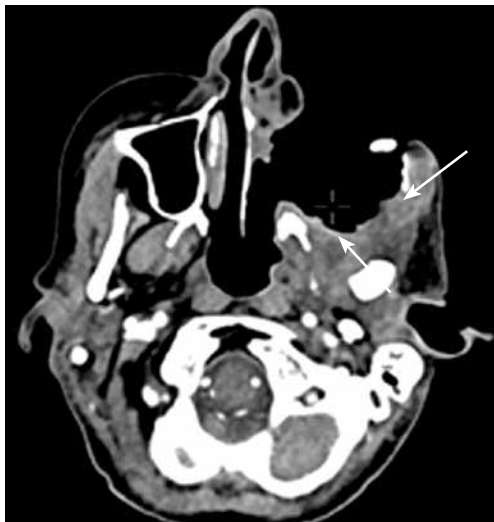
Компьютерная томография лицевого скелета от августа 2023 г. В левой щечно-глазничной области определяется обширный послеоперационный дефект с инфильтративными изменениями тканей по периферии, отмечен слабовыраженный противоопухолевый эффект на фоне проводимой иммунохимиотерапии (указано стрелками)
